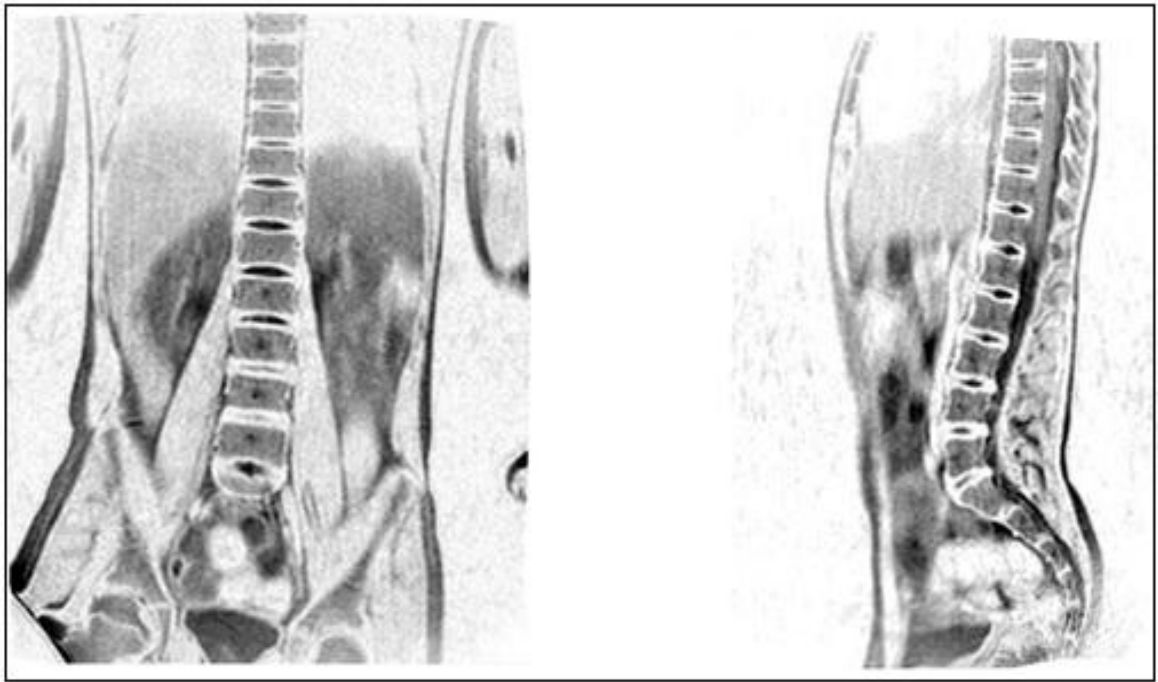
Пример: МРТ поясничного отдела позвоночника (инверсия).
